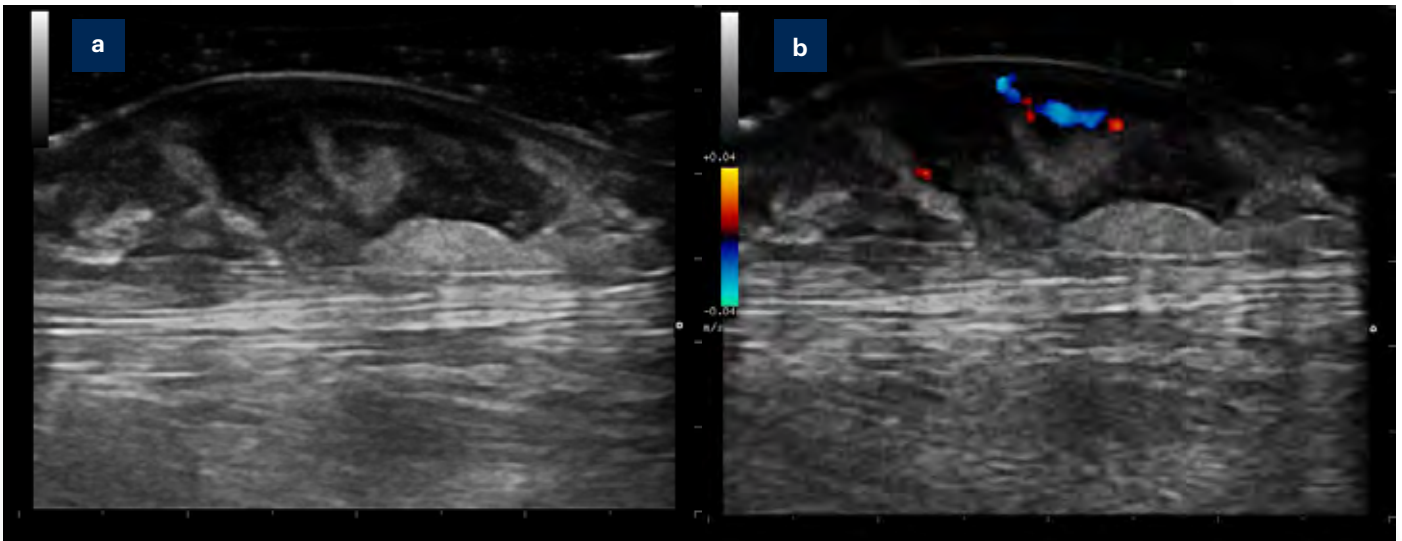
a) Intensa desestructuración de la hipodermis con la pérdida de definición de los lobulillos grasos y tendencia a la hiperecogenicidad, así como regiones hipoecoicas. b) El modo Doppler color objetivó un incremento de vascularización.
